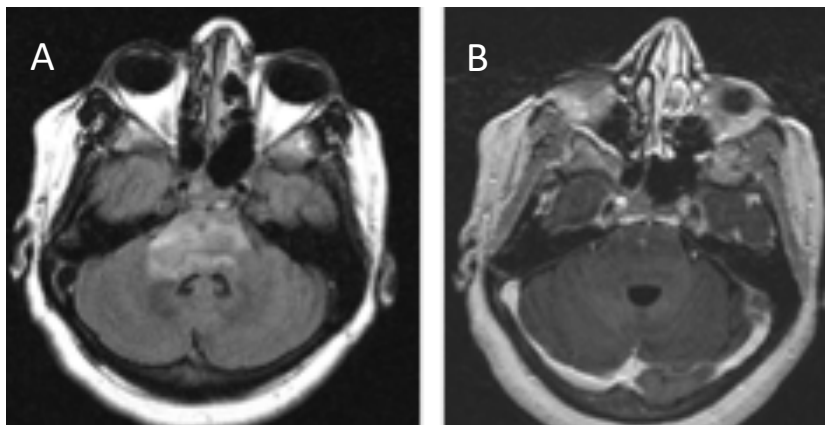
Paciente con afectación pontina difusa en secuencia FLAIR (A) y realce leve tras la administración de contraste (B), en el contexto de un empeoramiento clínico de un paciente con neuro-Beçhet ya conocido.
